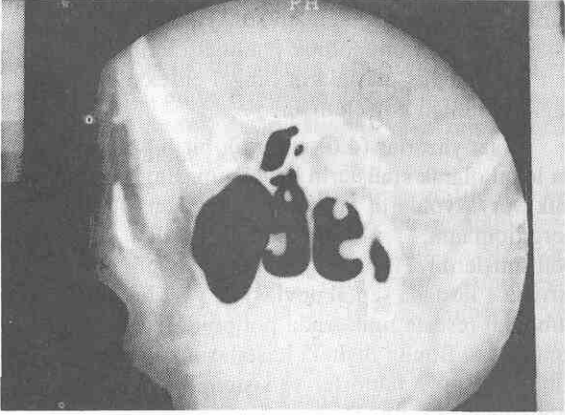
Aynı hastanın operasyondan 3 ay sonra BT görüntüsü.
